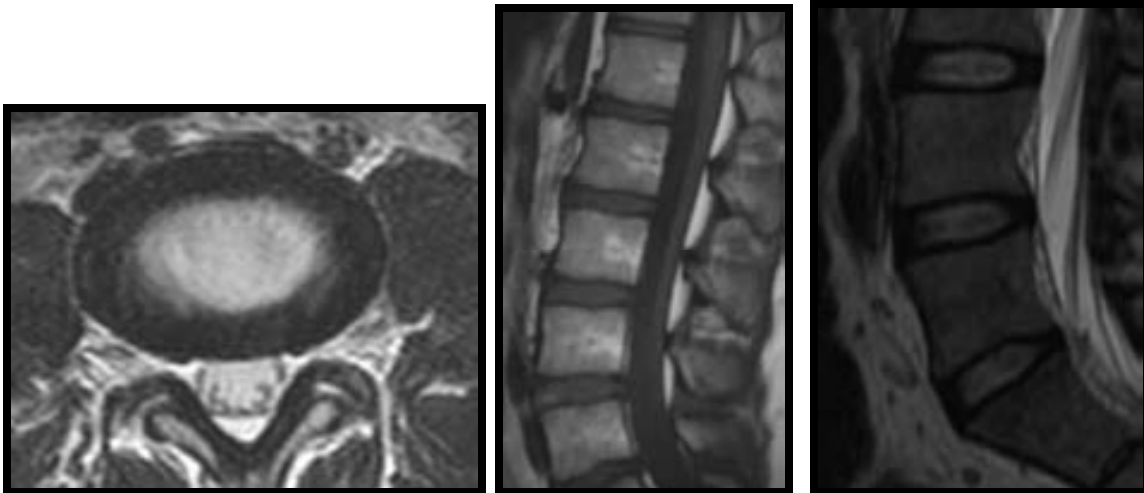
Imagen axial de resonancia magnetica, en secuencia T2, se observa integridad del anillo fibroso (hipointenso, periferico) y en el centro adecuada hidratacion del núcleo pulposo.
